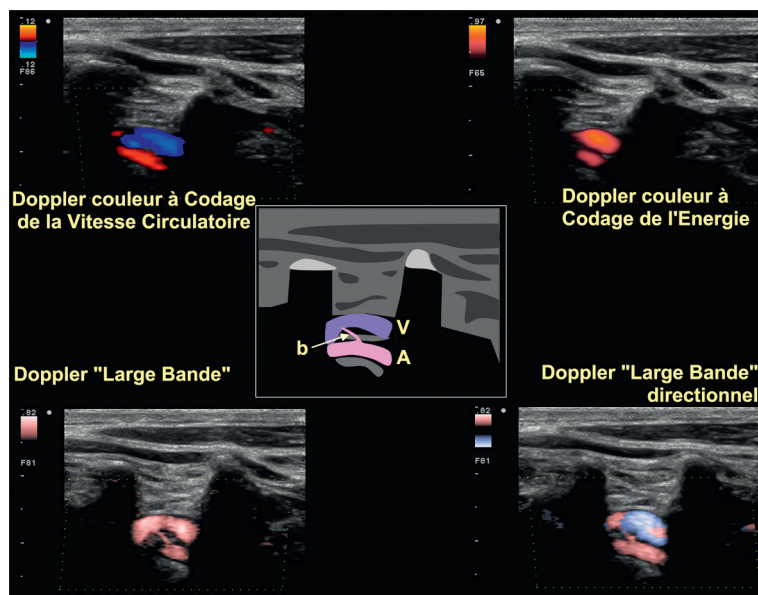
Imagerie d'une artère vertébrale de petit diamètre dans un segment intertransversaire. En mode Doppler couleur conventionnel (en haut à gauche), en mode Doppler-énergie (en haut à droite), en mode Doppler à large bande sans (en bas à gauche) et avec (en bas à droite) codage du sens circulatoire. Noter comment le Doppler à large bande représente fidèlement et distinctement l'artère (A) et la veine (V) vertébrales ainsi que le petit rameau artériel (b) interposé.
